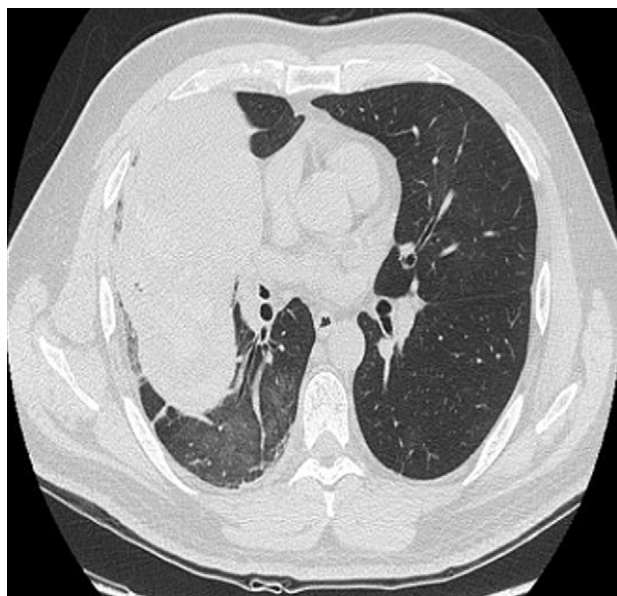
Tomografía computarizada toracoabdominal con masa pulmonar en el lóbulo superior derecho.
